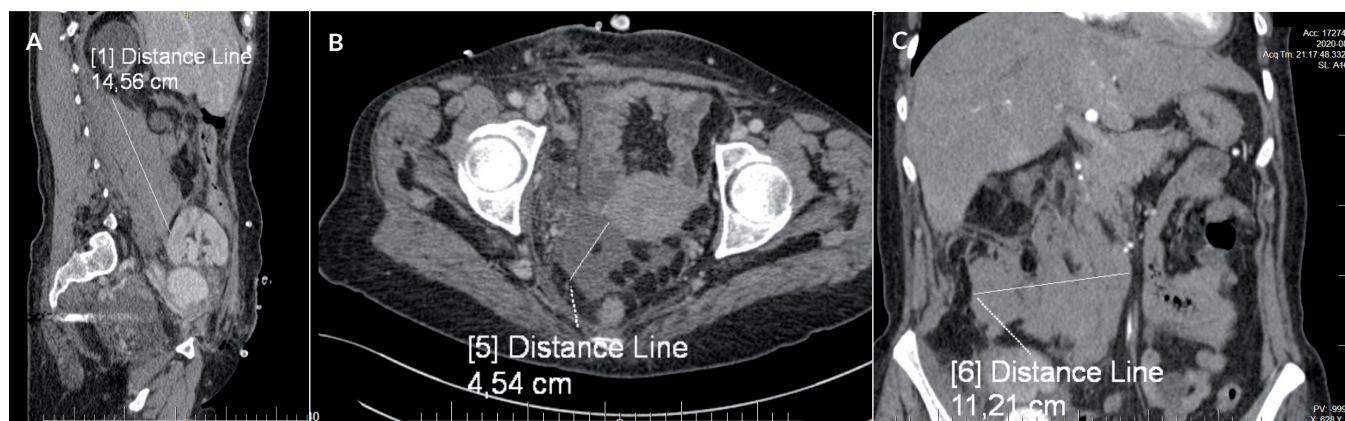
CT scan of the abdomen performed before admission, showing 145 × 112 × 45 mm hematoma along the right iliolumbar muscle and ischemia of the kidney graft. A. Sagittal section B. Horizontal section C. Frontal section
